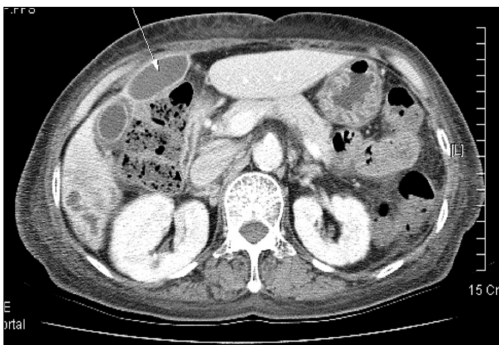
Abdominal CT : Axial view shows pus collection due to liver abscess with perforation
